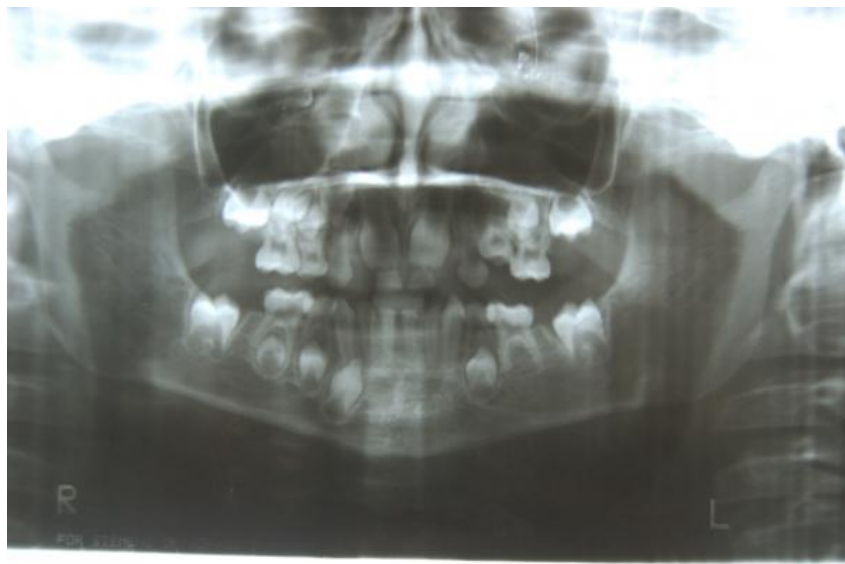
Ортопантомограмма от 24 ноября 2009 г
